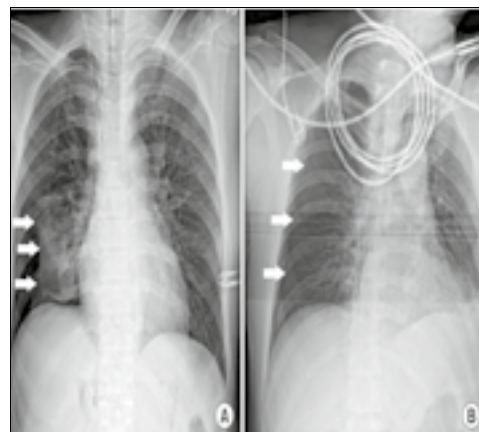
Правобічний пневмоторакс на рентгенограмі грудної клітки: стрілками вказана вісцеральна плефра, що покриває праву легеню
